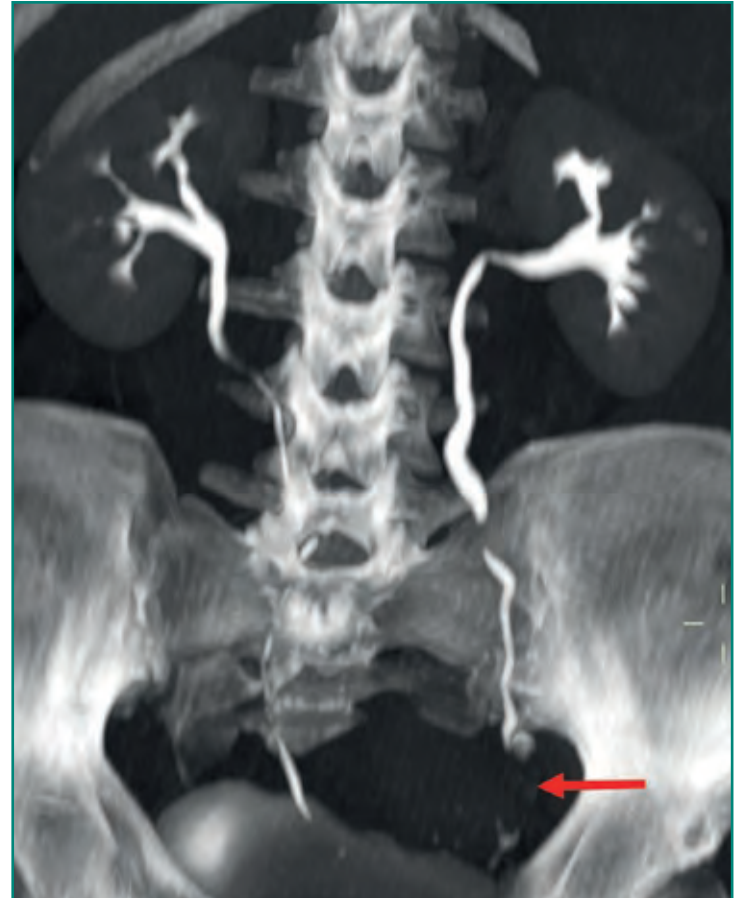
Uro-TC, reconstrucción coronal que demuestra un defecto de repleción en el uréter distal izquierdo con leve dilatación proximal del tracto urinario en comparación con el lado contralateral.
